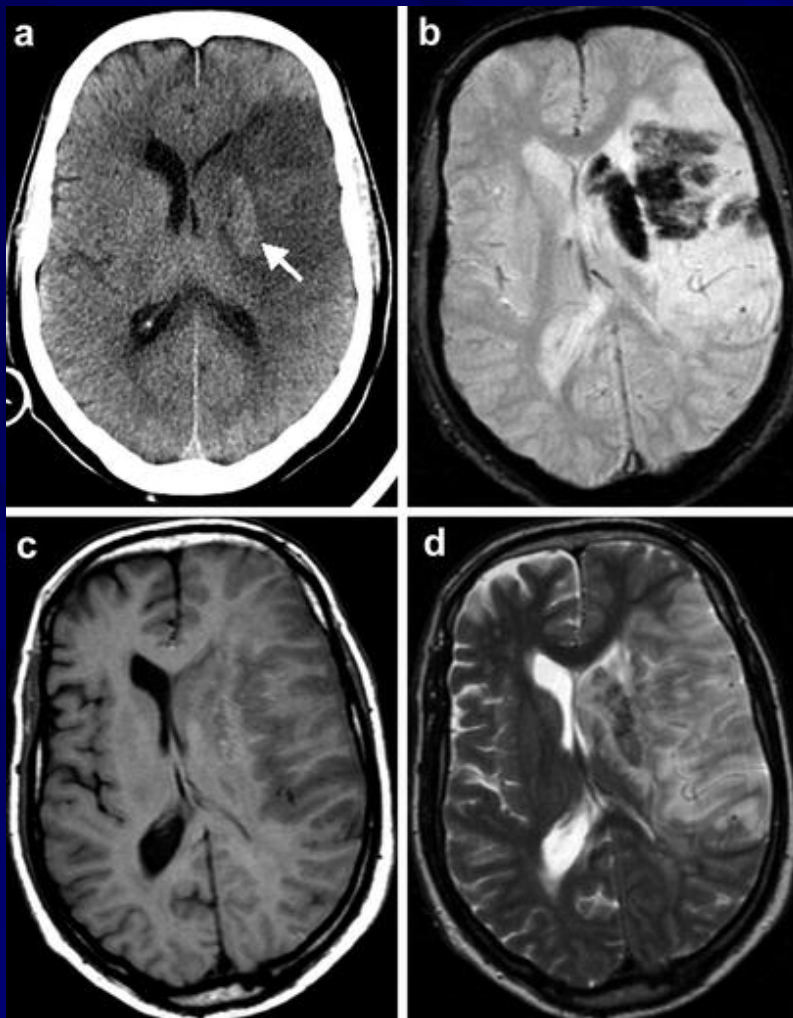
Patient with an extensive infarct in the territory of the middle cerebral artery. The oval increased density in the left basal ganglia depicted on CT (*arrow in a*) could represent a spared lentiform nucleus. The MR images were obtained 3 days later. Haemorrhagic transformation is best depicted on T2*-weighted GE (*dark areas in b*). The haemorrhagic changes are underestimated on T1- (*c*) and T2-weighted (*d*) sequences
